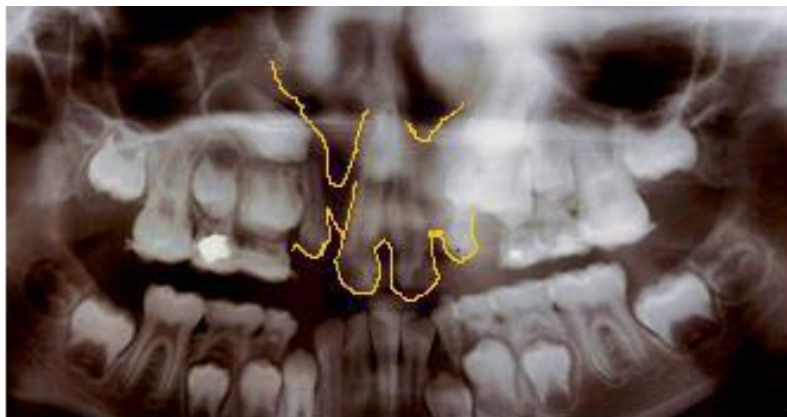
Acercamiento y marcado del injerto óseo en la Ortopantomografía. Cortesía de CAILPH.
